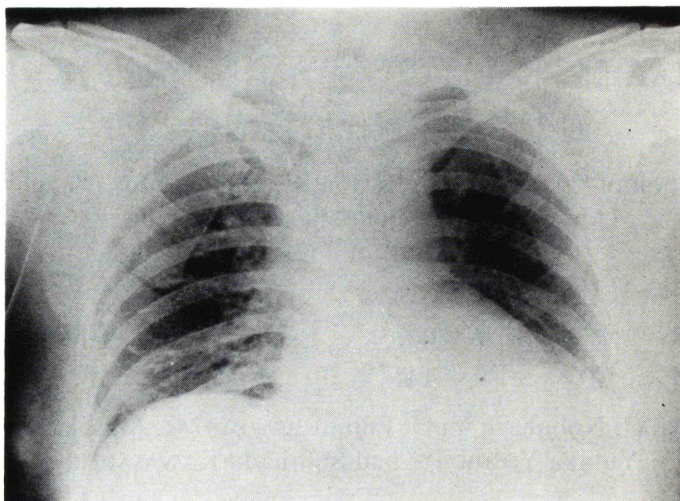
Case 1. 43 year-old female. Chest X-ray on the day of the attack.
